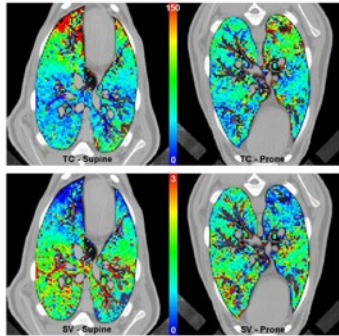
Color maps of wash-in contrast (left) and specific ventilation changes in both supine (left) and prone (right) positions. TC: time contrast (s); SV: specific ventilation size (l/min)
